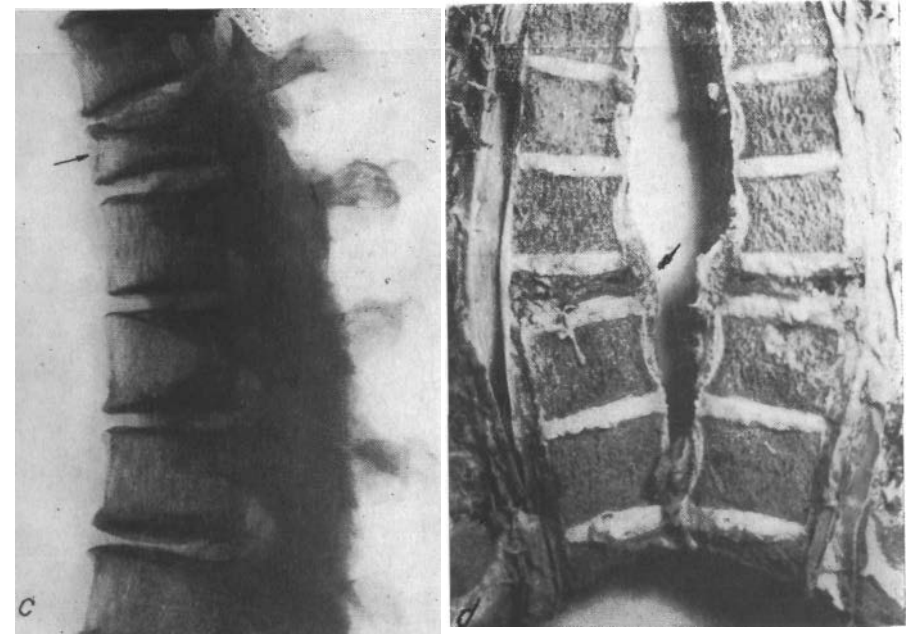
a, b — позвоночная опухоль с выраженным сплющиванием; c — рентгенографированный анатомический препарат d — анатомический препарат.
